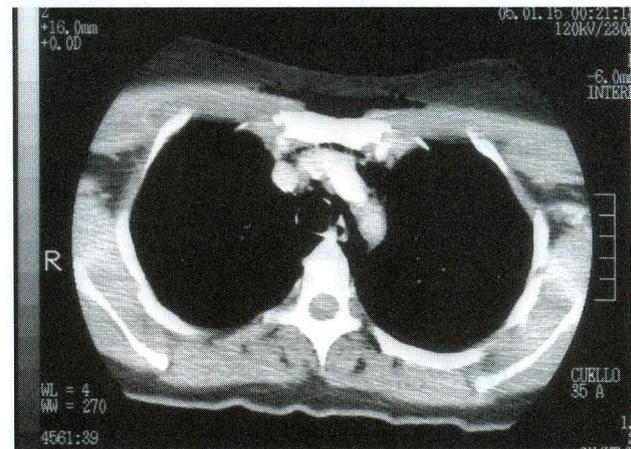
Imagen de TAC de tórax. Presencia de enfisema subcutáneo pre-esternal. Gas alrededor del tronco venoso braquiocéfálico izquierdo y alrededor de la tráquea.
